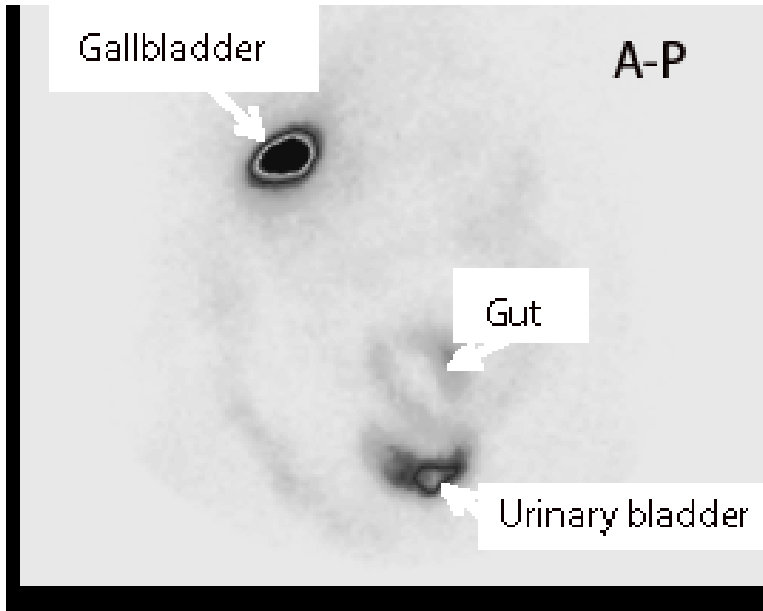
Imagine scintigrafică statică recoltată la 2h post administrare de radiotrasor cu evidențierea apariției tardive a colecistului (gallbladder) și a ariei intestinale (gut) într-un caz de diskinezie biliară
